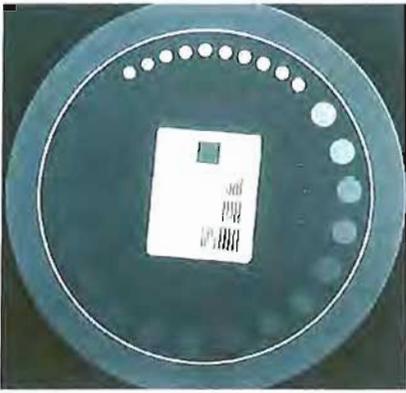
Radiografía de un objeto de prueba para la evaluación de la calidad de imagen.
